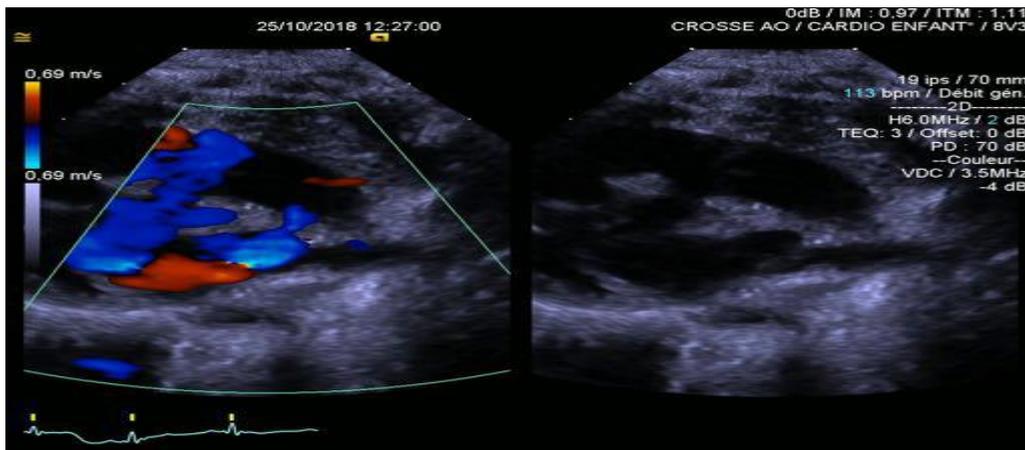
Échocardiographie d'une CIV musculaire infundibulaire. [8]
